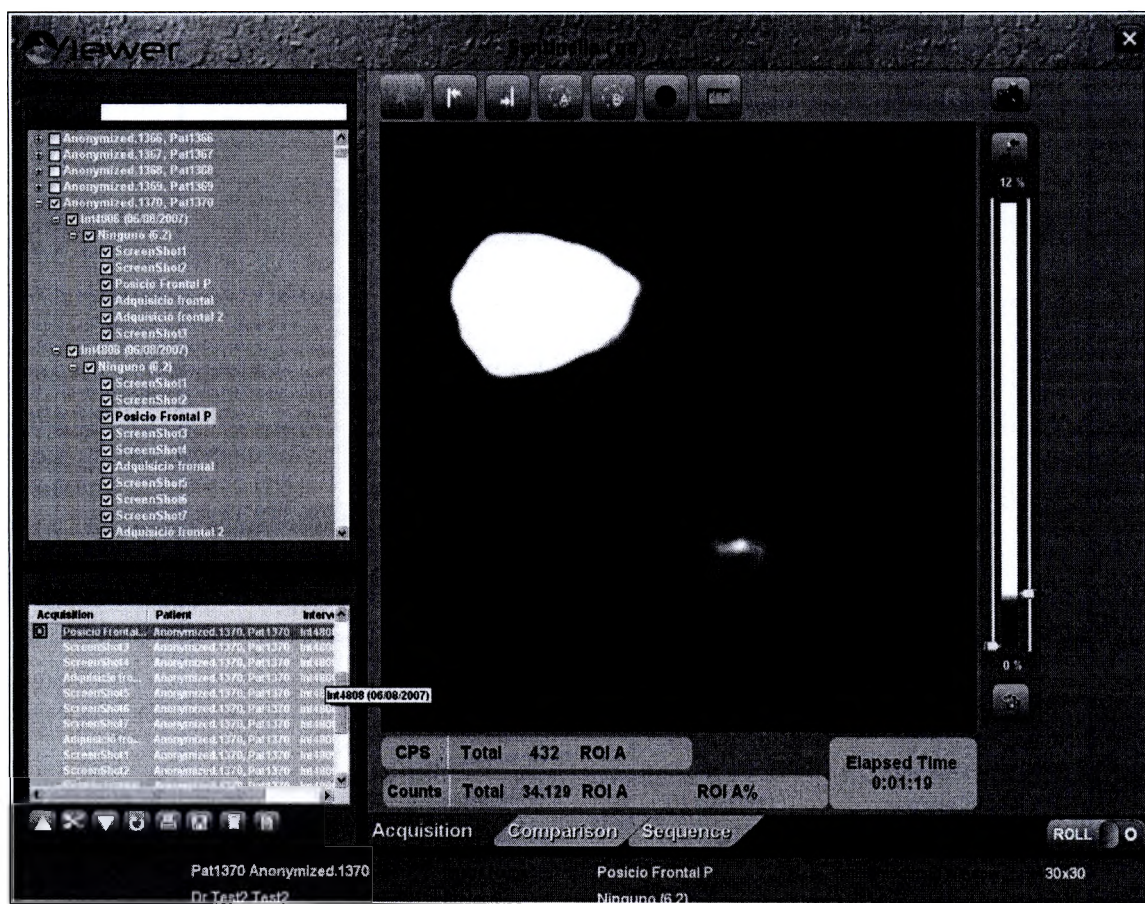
Приложение "Sentinella Viewer" – вкладка "Сцинтиграфирование".
